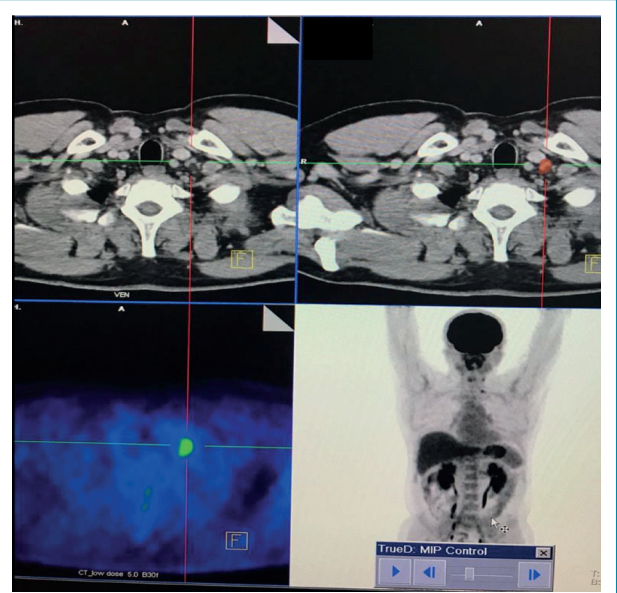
ПЕТ / КТ з $^{18}\text{F-ФДГ}$. Візуалізується вогнище гіперфіксації $^{18}\text{F-ФДГ}$ у надключичній зоні справа
